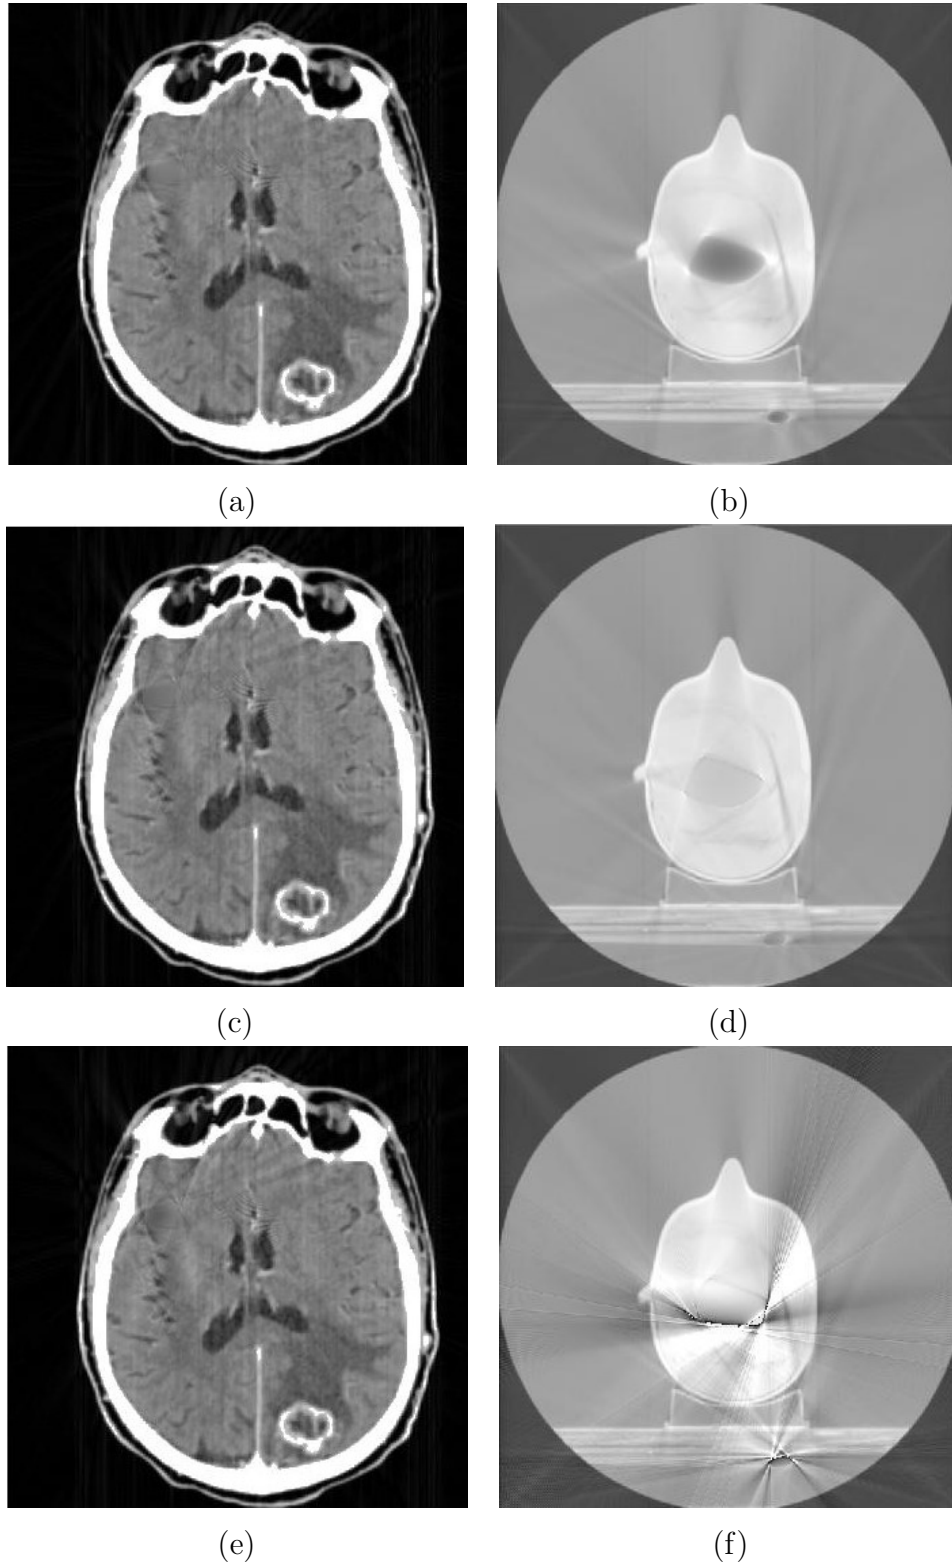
(a) Imagem de CT real de cabeça reconstruída por interpolação *spline*; (b) Imagem de CT do fantoma heterogêneo 2 reconstruída por interpolação *spline*; (c) Imagem de CT real de cabeça reconstruída por interpolação PCHIP; (d) Imagem de CT do fantoma heterogêneo 2 reconstruído por interpolação PCHIP; (e) Imagem de CT real de cabeça reconstruída por interpolação Lanczos; (f) Imagem de CT do fantoma reconstruído por interpolação Lanczos.
